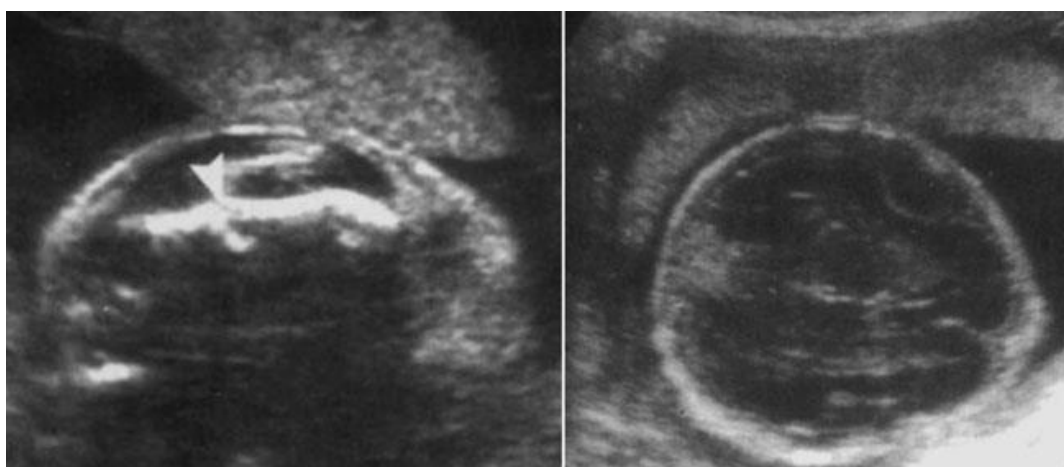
Corte sagital e transversal de uma ecografia de um feto de 26 semanas com medições do comprimento, mostrando um fêmur encurtado e angulado com uma fenda hipocóica (seta) sugestiva de fratura (à esquerda) e diminuição da ecogenicidade do crânio (à direita). (2)
